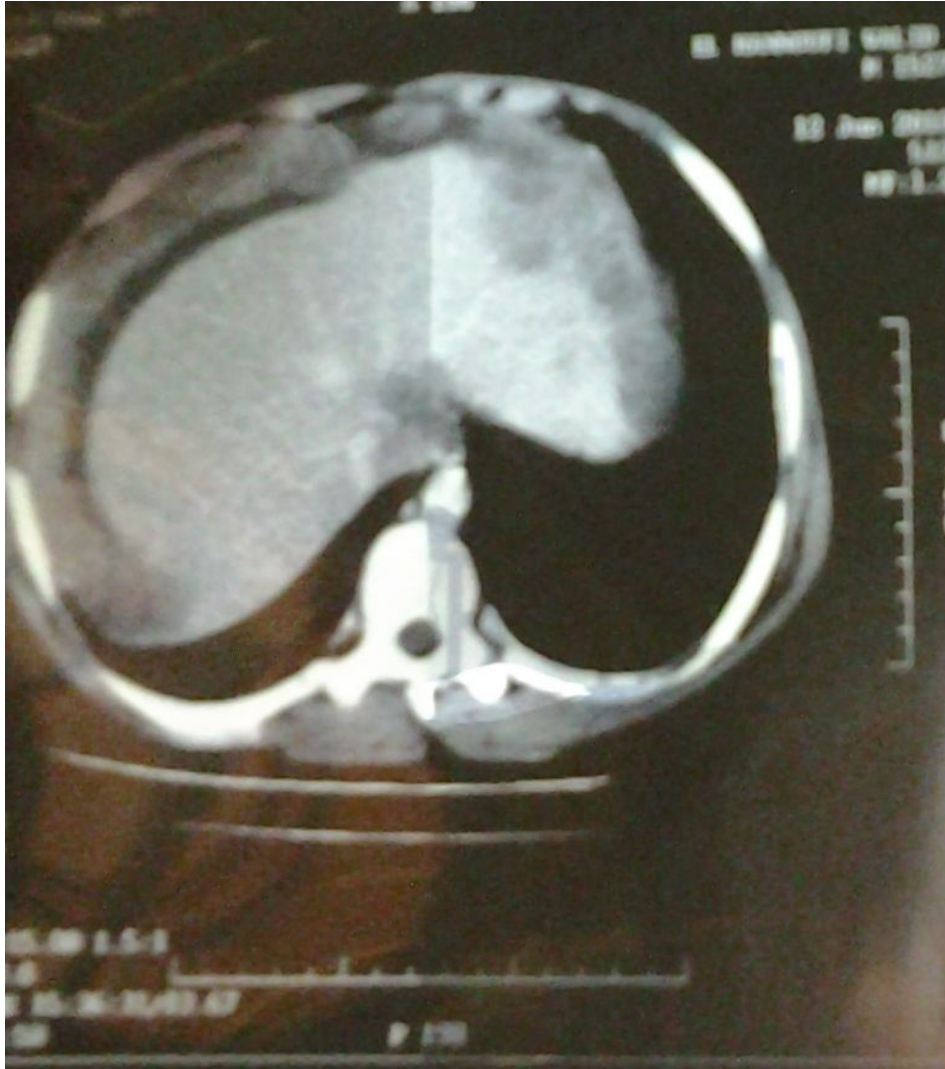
interprétation : TDM en coupe horizontale :
